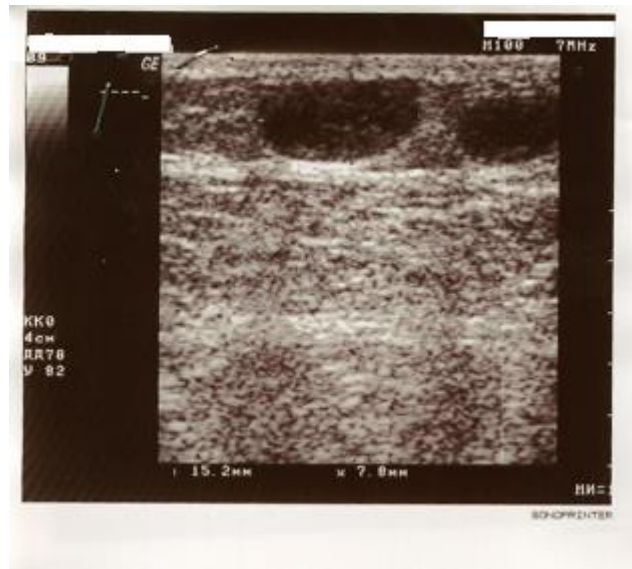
УЗИ, компрессионная проба в зоне тромбофлебита, вена Леонарди (контроль ДС – визит 45 день).
